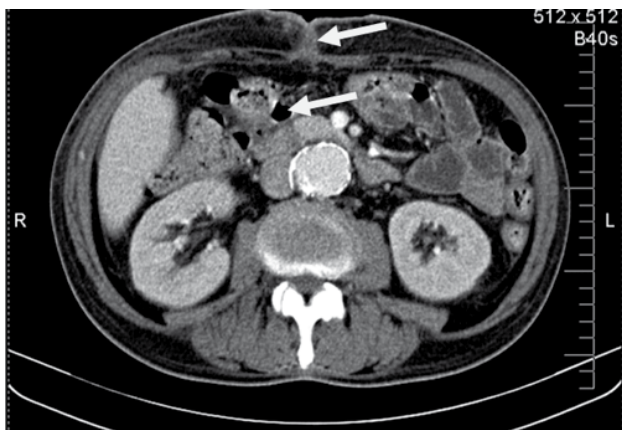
КТ органов брюшной полости от 18.01.13 г. Неравномерное утолщение стенок кишки в области кишечного анастомоза. Деформация передней брюшной стенки
